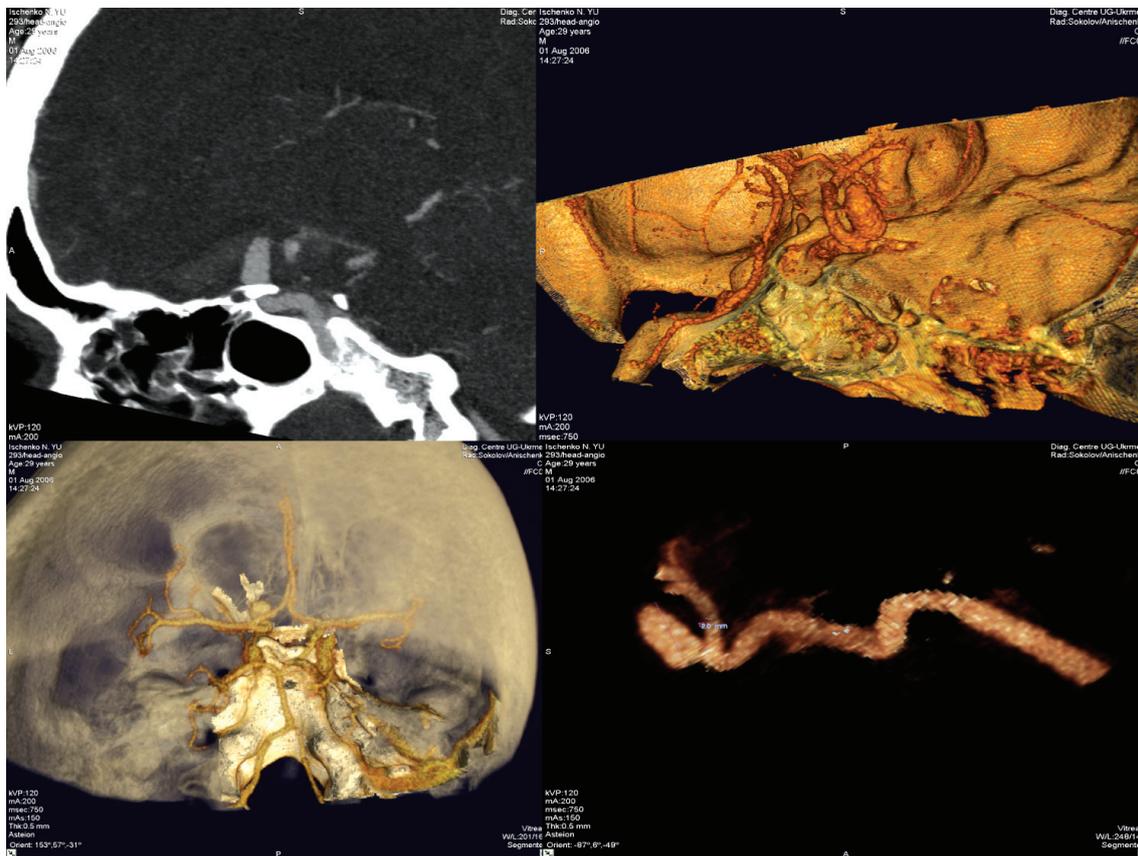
КТ-ангиография сосудов головного мозга. Аневризма передней соединительной артерии головного мозга. На поверхности сосуда видны многочисленные бляшки.
